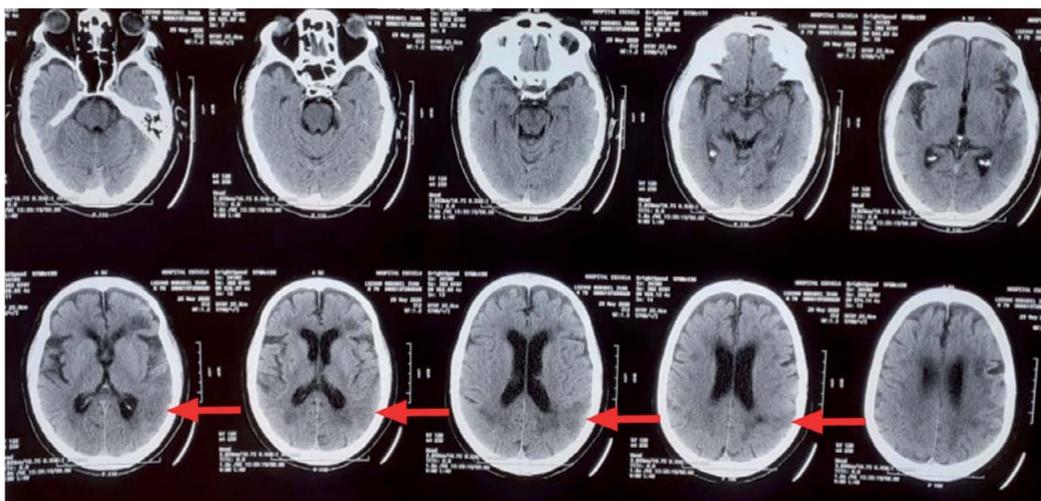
Tomografía cerebral no contrastada control, Caso 5. Se observa hipodensidad parieto-temporal izquierda (Flechas rojas). Hospital Escuela, Tegucigalpa, 2020.
